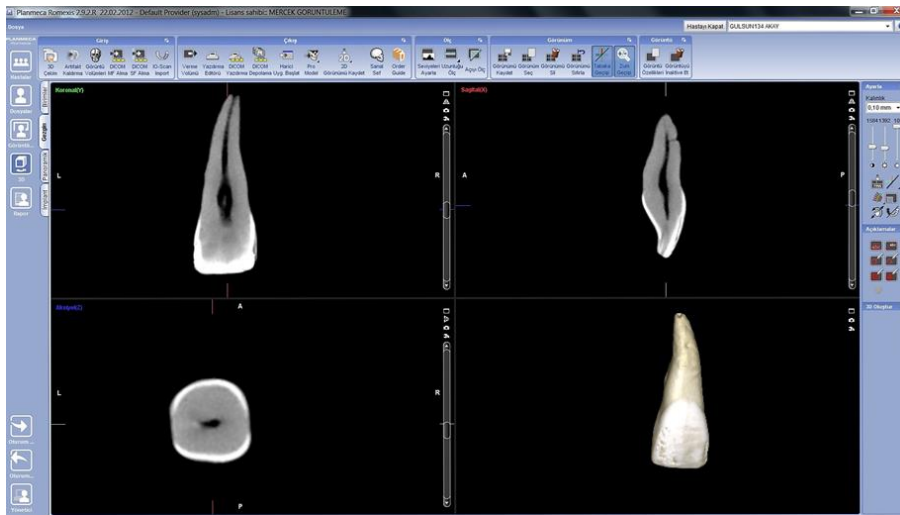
Konik ışınlı bilgisayarlı tomografi cihazında dişlerin pozisyonu
